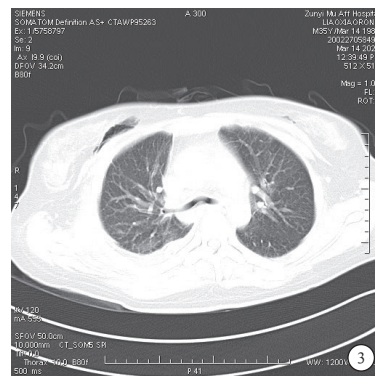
1 例 35 岁女性重症胸外伤患者开胸手术后 16 d 胸部 CT 检查结果 患者经过术后护理、呼吸康复训练及对症支持治疗,术后 16 d 复查胸部 CT 显示:与入院时比较,双侧胸壁皮下气肿明显减少,双肺渗出性病变减少
